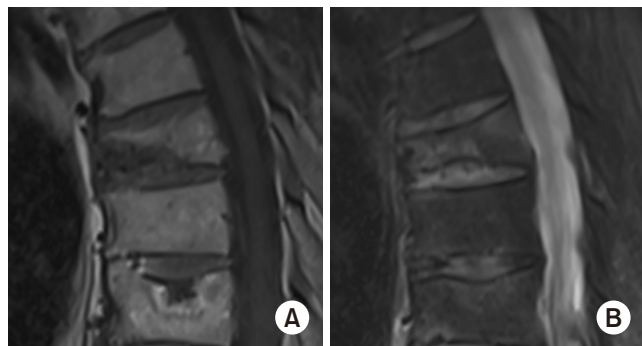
Magnetic resonance imaging. (A) T1-weighted image. (B) Fat suppressed T2-weighted image.
